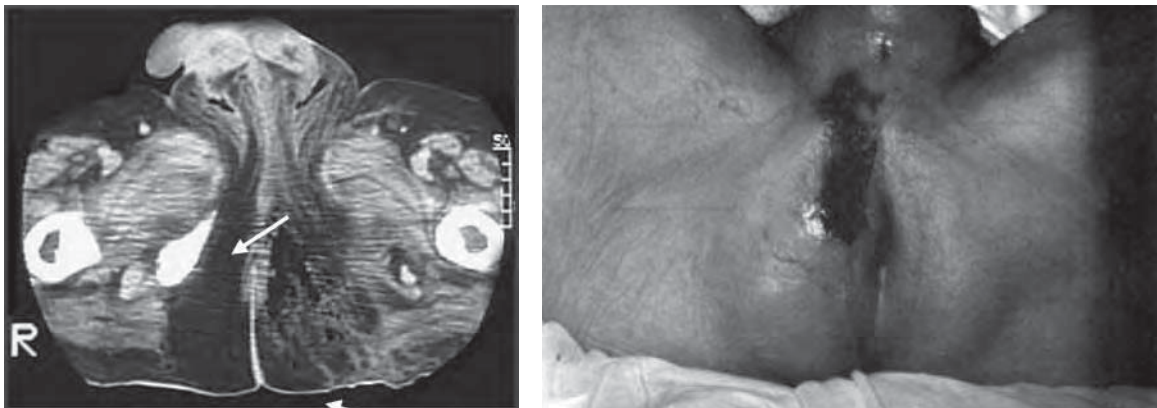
/4. Paciente neutropénico con gangrena de Fournier. En la TAC de pelvis se observa gas en la zona escrotal y en las fosas isquirrectales.
